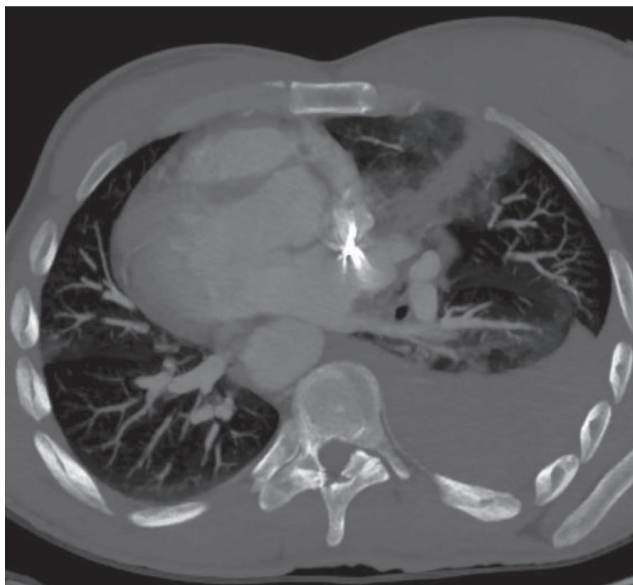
Спіральна КТ грудної клітки з контрастним підсиленням: правобічний гемоторакс, посттравматичний пульмоніт по ходу ранового каналу у верхній частці правої легені, металевий фрагмент у міжпередсердній перегородці. Коса проекція для візуалізації ходу ранового каналу
